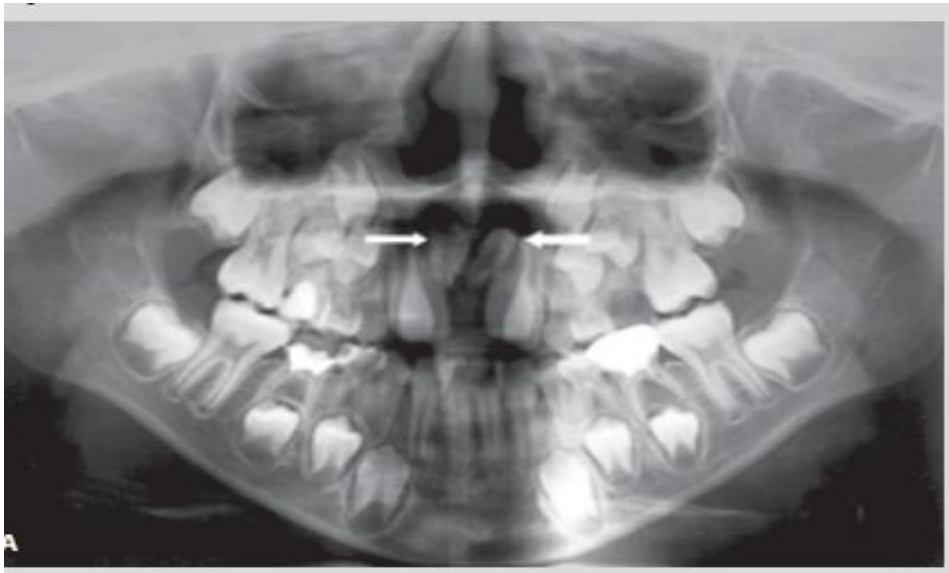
Radiografía panorámica , evidencia la posición de los dientes supernumerario. (Fuente: Gilligan. Dientes supernumerarios. La extracción dentaria técnica y aplicación clínica. Primera edición. Editorial Médica Panamericana.2015) (16)
